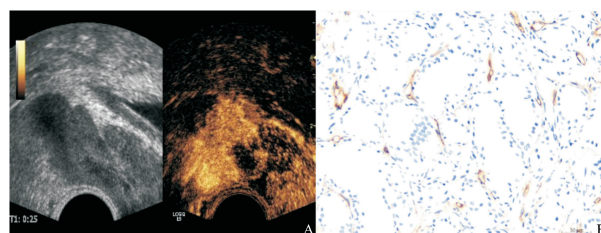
低增强前列腺癌结节超声造影和CD34免疫组织化学染色（二）
